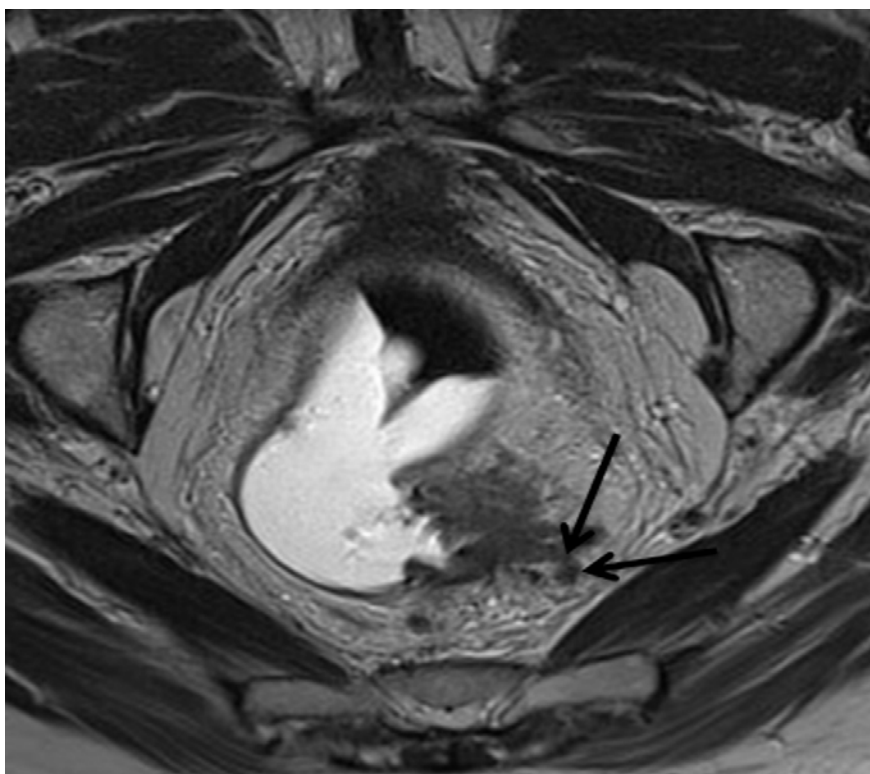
IRM axiale pondérée en T2 montrant une invasion vasculaire extra-mural vue comme un vaisseau dilaté avec à l'intérieur une intensité de signal tumoral (flèches). [55]
